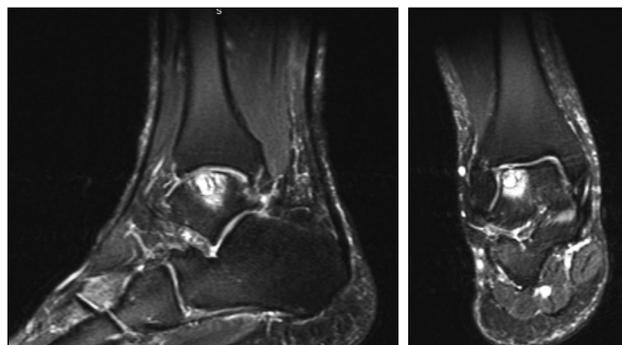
Пациент А., 58 лет, данные обследований перед операцией. МРТ голеностопного сустава (T2-режим). Полнослойный остеохондральный дефект с зоной отёка костного мозга размерами 16,2 мм (продольно), 10,9 мм (поперечно), 11 мм (глубина).
